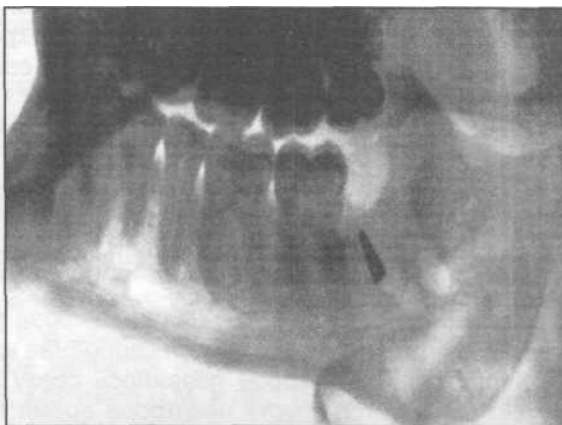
Боковая рентгенограмма нижней челюсти. В лунке удаленного зуба находится поломанный инструмент - рабочая часть бокового элеватора.
